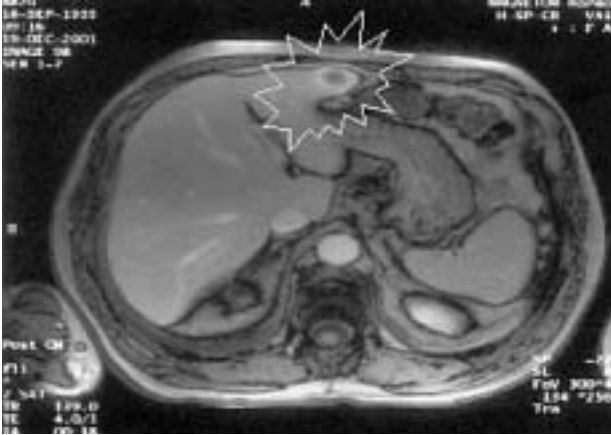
Imagen de tomografía computarizada de un paciente afectado de metástasis hepática de carcinoma pulmonar.
